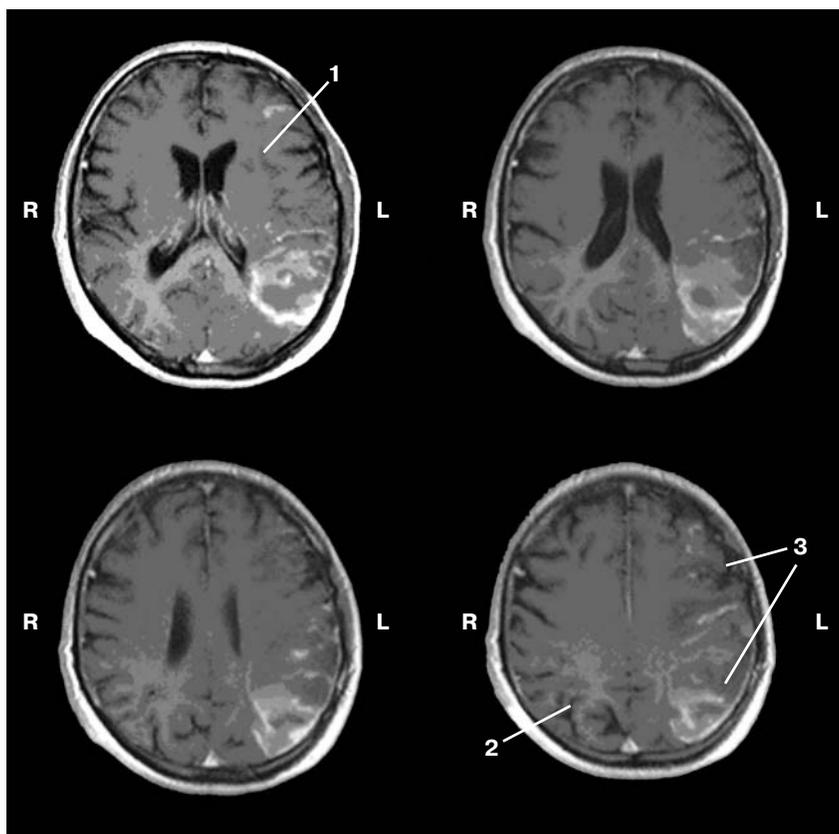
МРТ головного мозга в режиме T₁. Инфаркт с геморрагическим пропитыванием в сером и прилежащих отделах белого вещества височной, теменной, лобной (частично) долей левого полушария (3); постинфарктные изменения корково-подкорковых отделов теменной доли правого полушария (2); постинфарктные изменения в передних отделах лентикулярного ядра левого полушария большого мозга (1).
